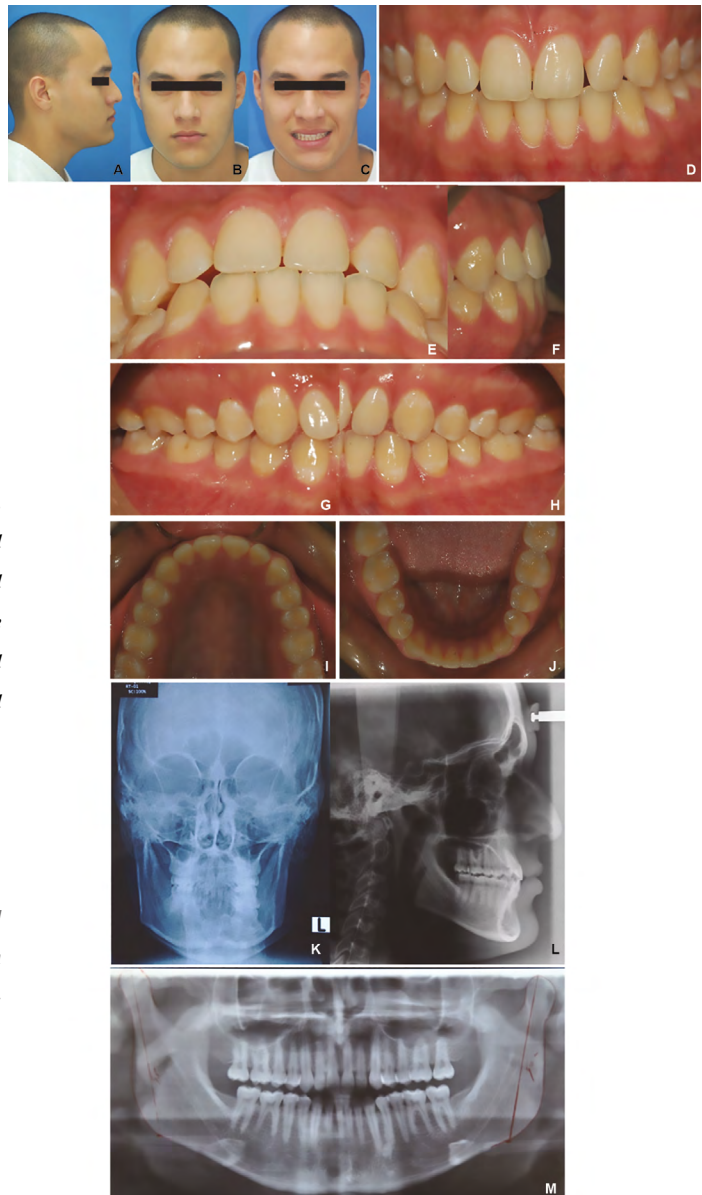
Patient # 3 initial records. Profile photograph (A), frontal photograph (B), smile photograph (C), frontal intraoral photograph (D), vertical overbite photograph (E), horizontal overbite photograph (F) right side photograph (G), left side photograph (H), upper occlusal photograph (I), lower occlusal photograph (J). Posterior-anterior radiograph (K), lateral X-ray of the skull (L), panoramic X-ray (M).
